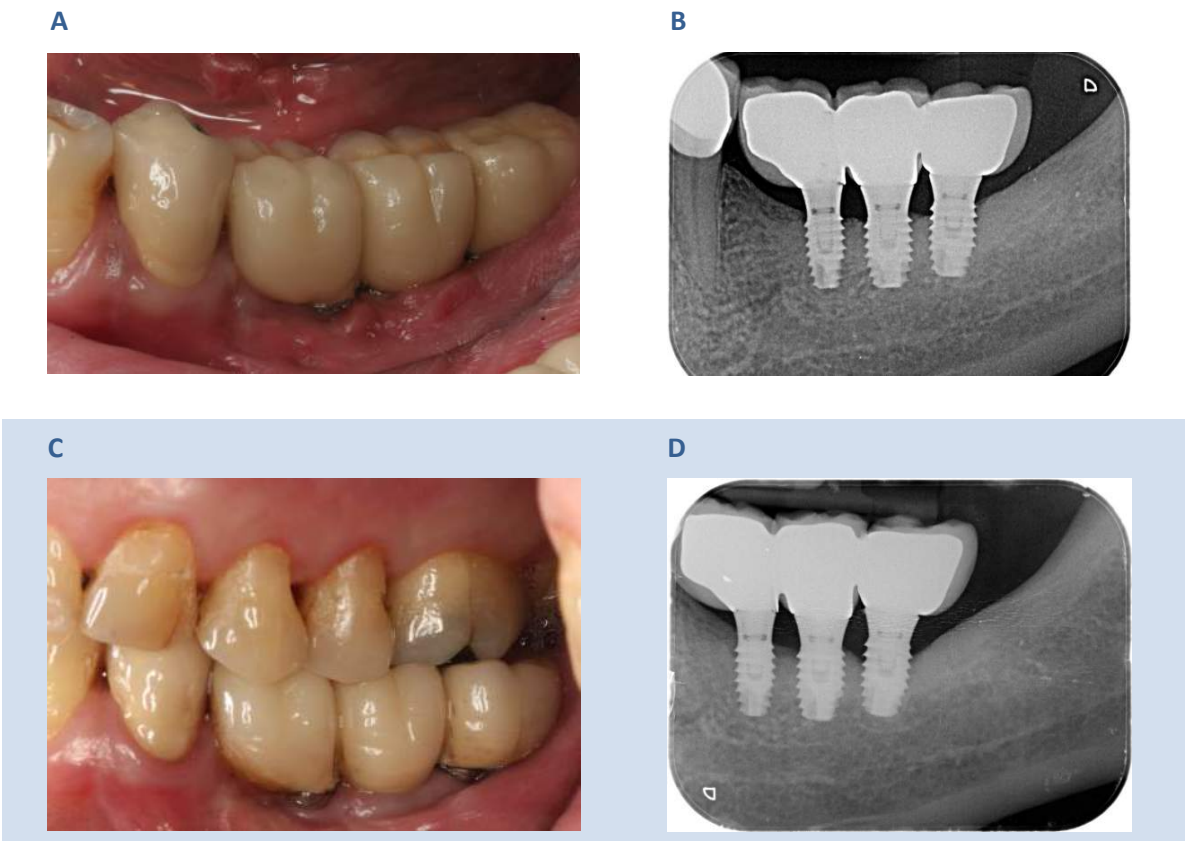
Tejidos blandos periimplantarios en una zona previamente reconstruida con injerto en bloque tipo onlay. A) Prótesis tras 4 meses desde su colocación. B) Radiografía intraoral en el momento de la carga. C). Prótesis tras 3 años desde su colocación. D) Radiografía intraoral tras 3 años desde su colocación.
